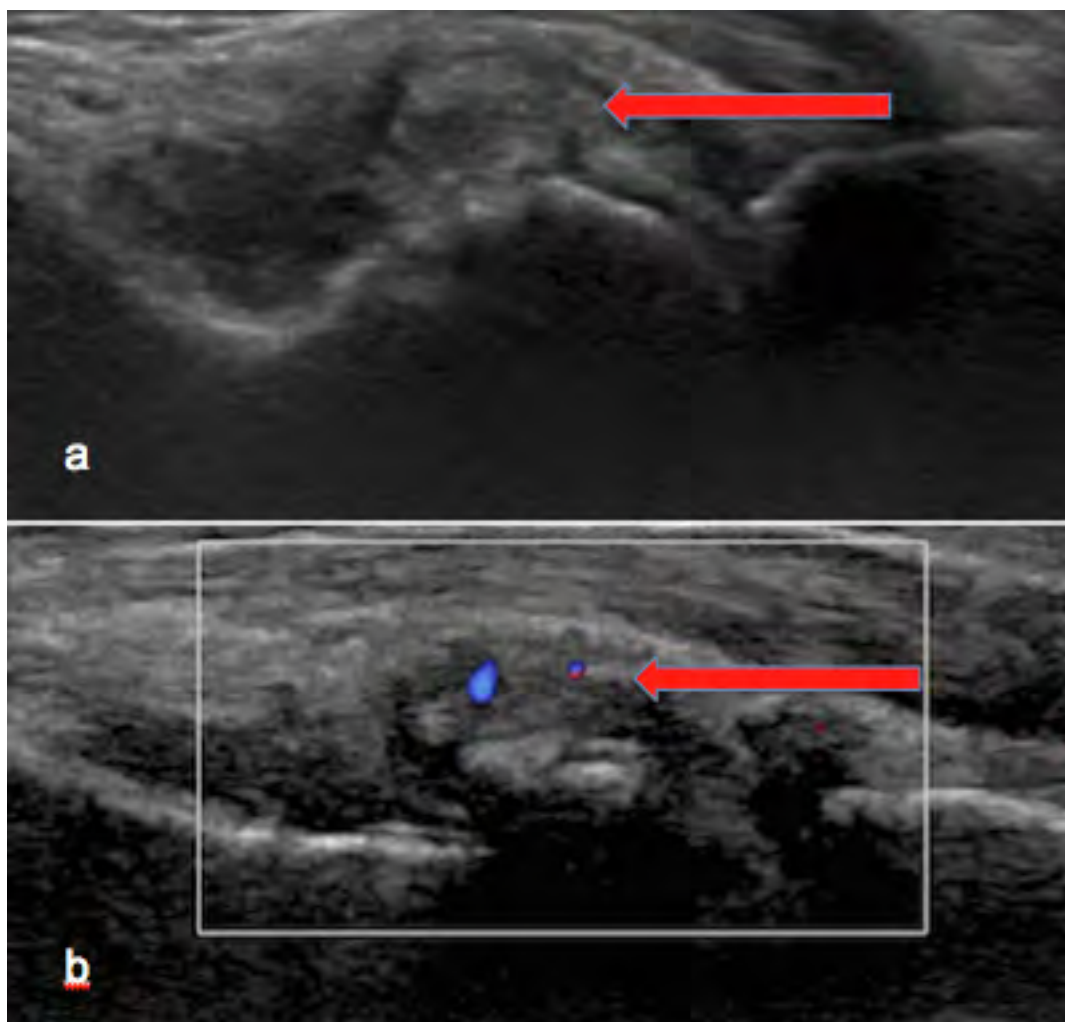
Sinovitis radio carpiana por depósito de ácido úrico que condiciona compresión del canal carpiano. (a) foco ecogénico en la sinovial dorsal de la articulación radio carpiana correspondiente a depósito cálcico (flecha), con hiperemia al Doppler (b) que traduce sinovitis.
